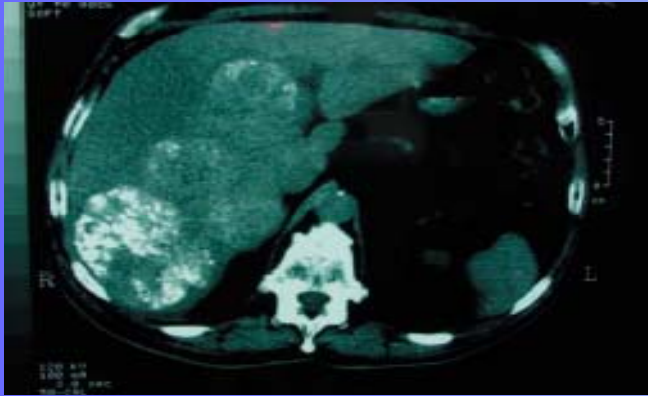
Computed tomography scan 7 days after first intra-arterial injection of ^{131}I -lipiodol associated with intravenous infusion of cisplatin for multinodular hepatocellular carcinoma in 69-year-old man. Lipiodol moderately retained in three large tumors.
